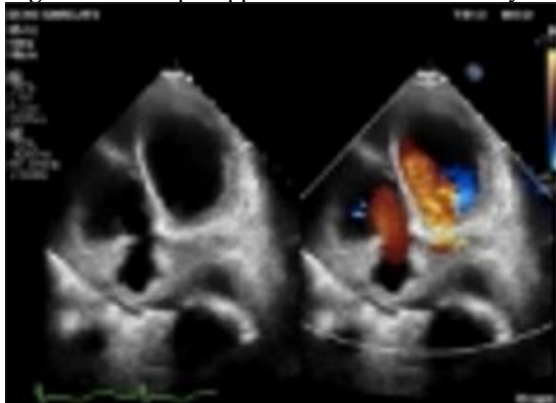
Postoperative transthoracic echocardiography (TTE) showed a native mitral valve with proper leaflet mobility, correcting, opening and closing smoothly; apex functioning without any leakage.
